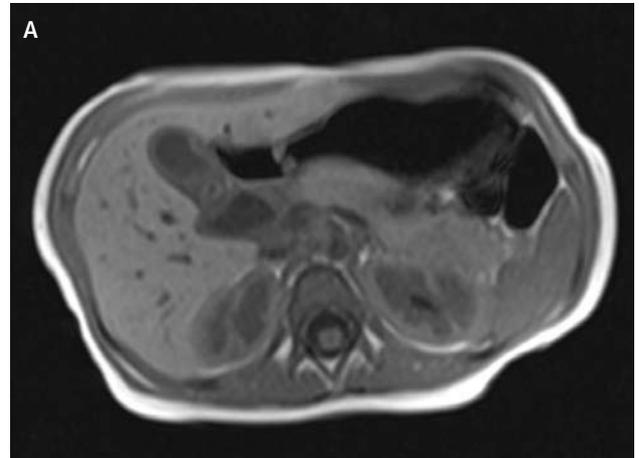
Resonancia Magnética T1, FLASH sin (A) y con (B) contraste muestra realce en las paredes de la vesícula biliar, cístico y quiste de colédoco.
